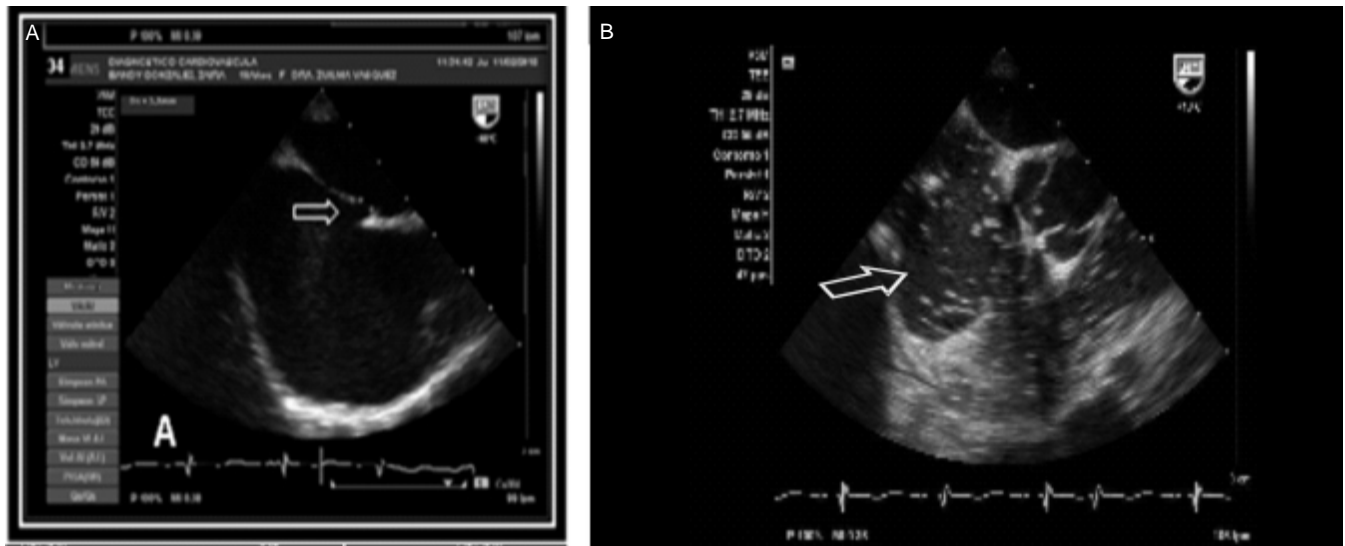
Ecocardiograma transtorácico. A. Defecto del tabique interauricular (flecha). B. Paso de burbujas de aurícula derecha a izquierda (flecha).
